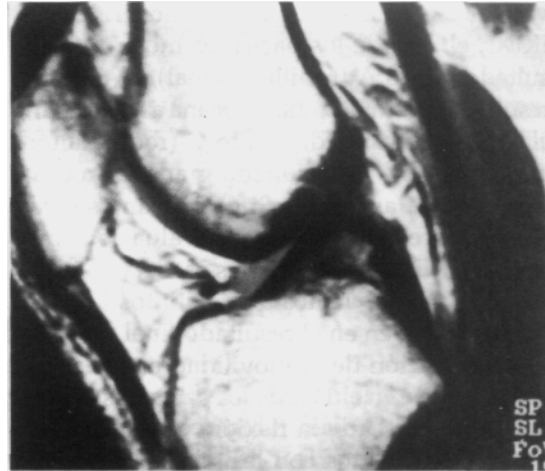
Corte sagital de resonancia magnética; se observa LCA normal.
